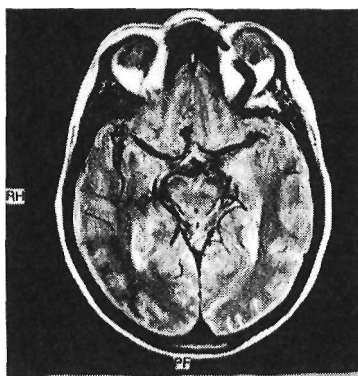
МРТ головного мозга больной с диагнозом тромбоз кавернозного синуса слева: выраженное расширение глазничной вены
